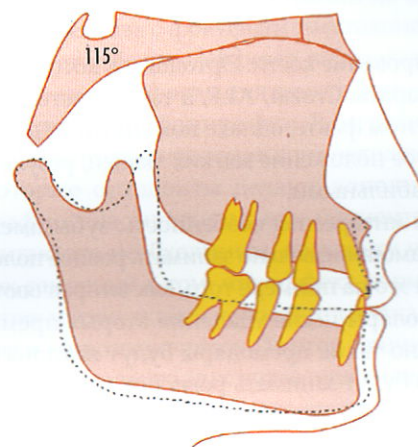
Губы в плотном контакте, протрузия резцов устранилась за счёт ремоделирования альвеолярного отростка спереди
